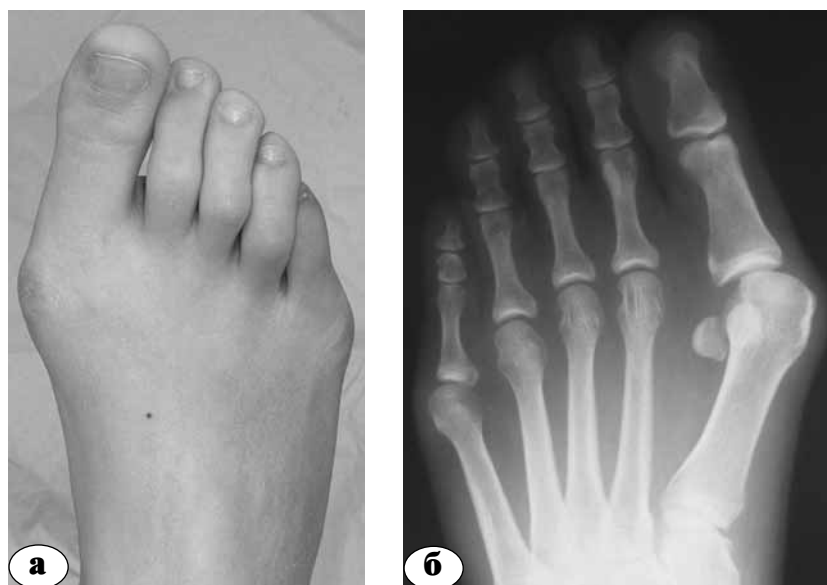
Пациентка В.: а – внешний вид; б – рентгенограмма стопы до операции
